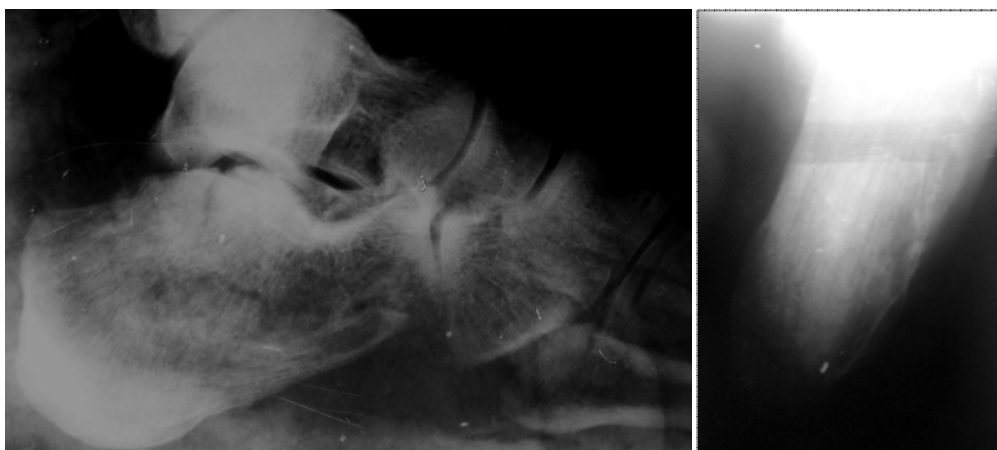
Больной Р., 32 года, рентгенограммы после репозиции
